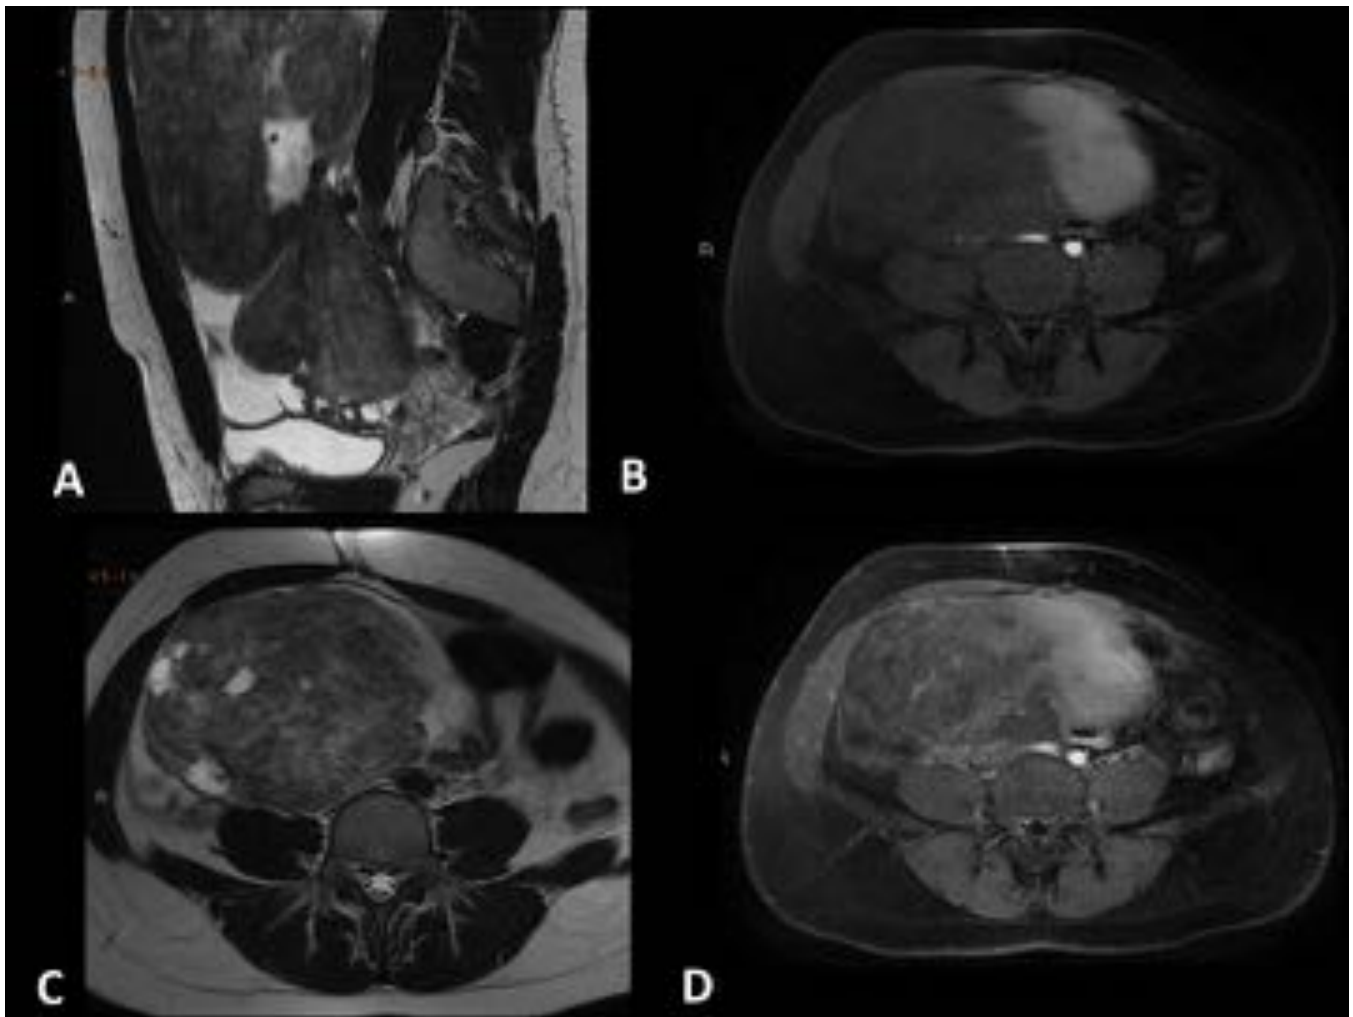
Fibroma ovárico bilateral. RM T1 axial y FSE-T2 axial y sagital: ovarios de aspecto anómalo constituidos por una cortical de morfología plegada, cerebriforme, y con marcada hipointensidad de la señal . Tras la administración de gadolinio i.v. ambas lesiones mostraban escaso realce en fase tardía.
